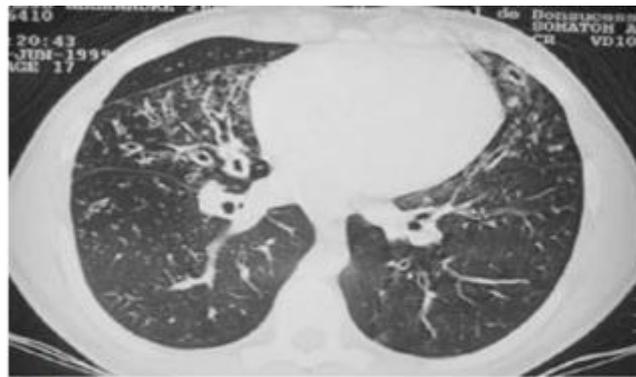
Tomografia computadorizada do tórax demonstrando bronquiectasias císticas e espessamento acentuado das paredes brônquicas.
